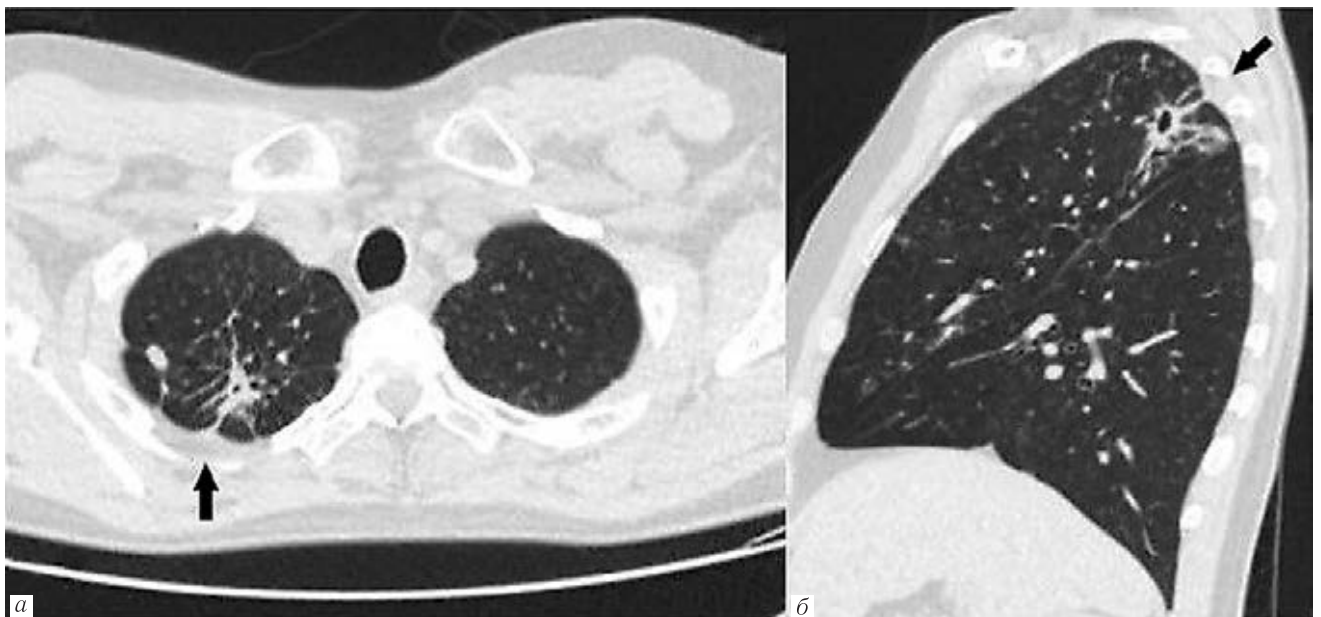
КТ органов грудной полости, аксиальная проекция (а), сагиттальная проекция (б). Утолщенная плевра, прилежащая к полости деструкции
